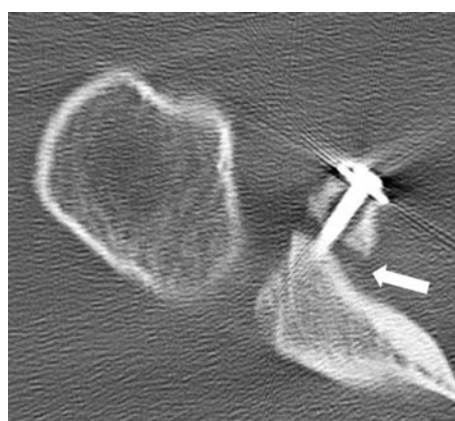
直視下 Bankart & Bristow 変法術後 CT 軸位断
